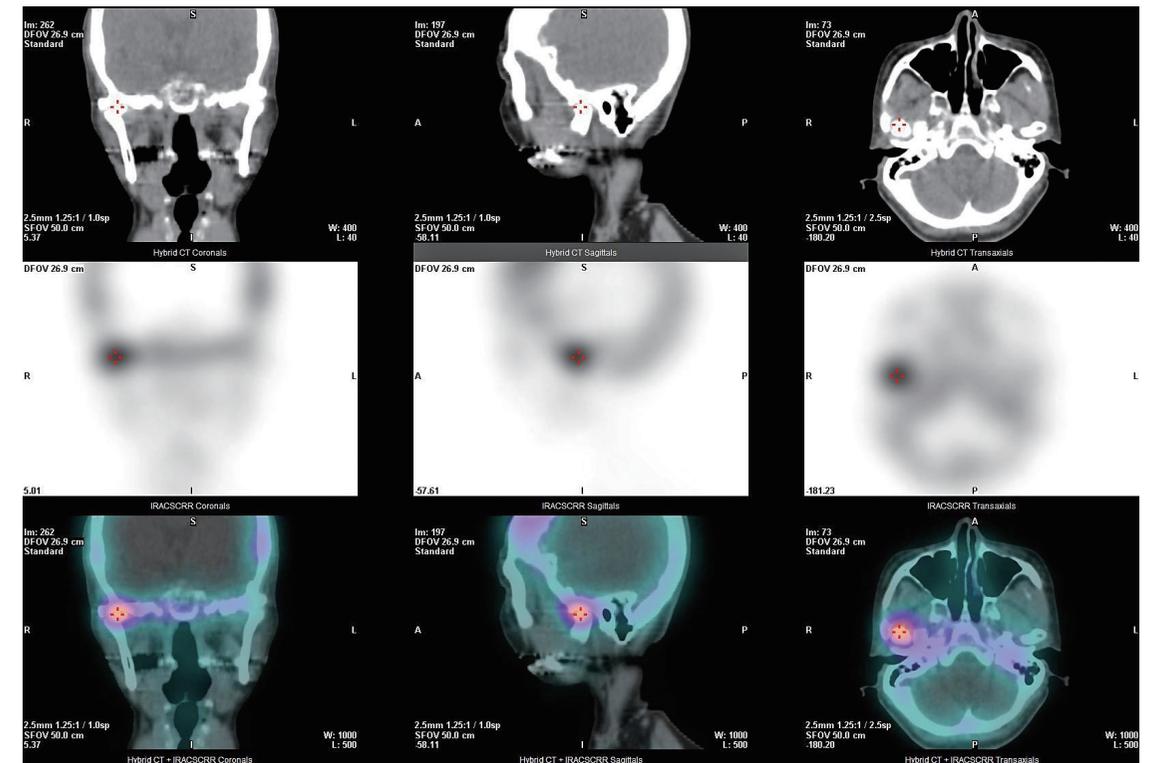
変形性顎関節症. 左から, 冠状断像, 矢状断像, 横断像. 上から CT, SPECT, SPECT/CT
